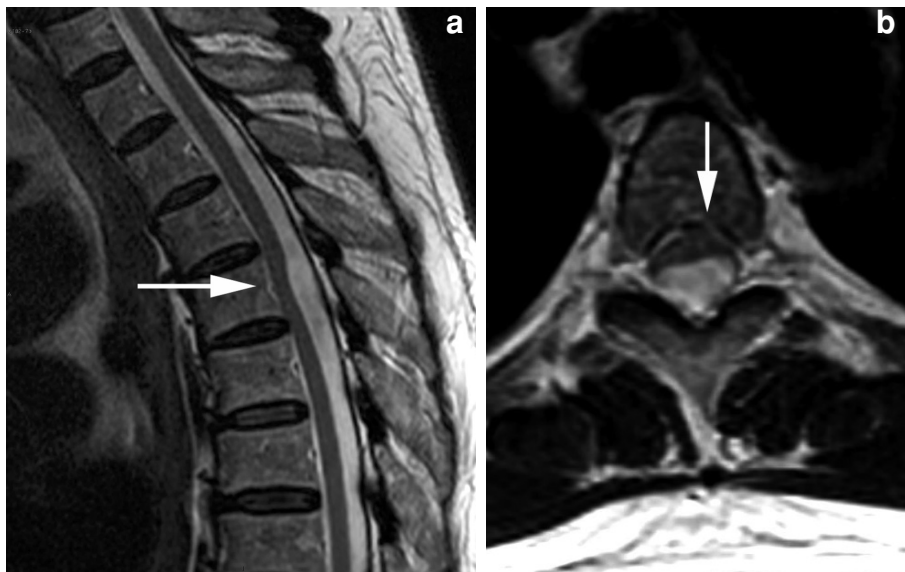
Hernie médullaire transdurale. IRM, coupes sagittale (a) et axiale (b) pondérées T2. Déformation sagittale de la moelle épinière attirée vers le mur postérieur d'un corps vertébral thoracique (flèche), effacement focal des espaces sous arachnoïdiens et invagination de la moelle à travers un orifice dural postéro-latéral gauche (flèche en 4b).
